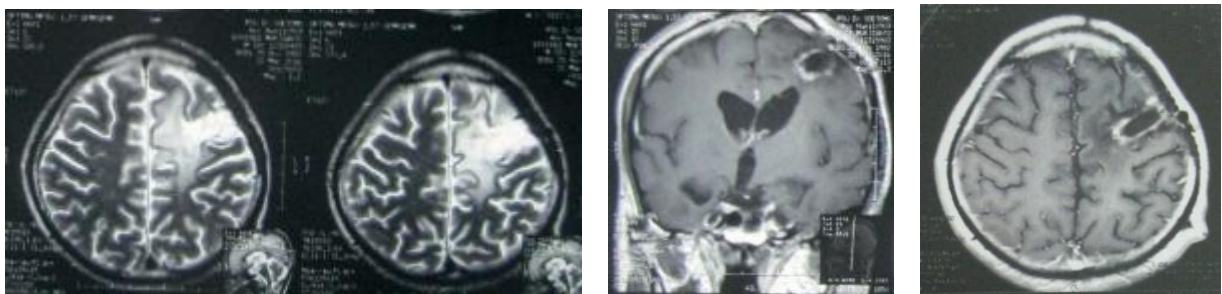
CT Scan Kepala dengan Kontras Sebelum Pengobatan dengan OAT, Tampak Multipel *Rim Enhancement* di Lobus Frontoparietal Kiri Disertai Perifokal Edema yang Luas di Sekitarnya.
